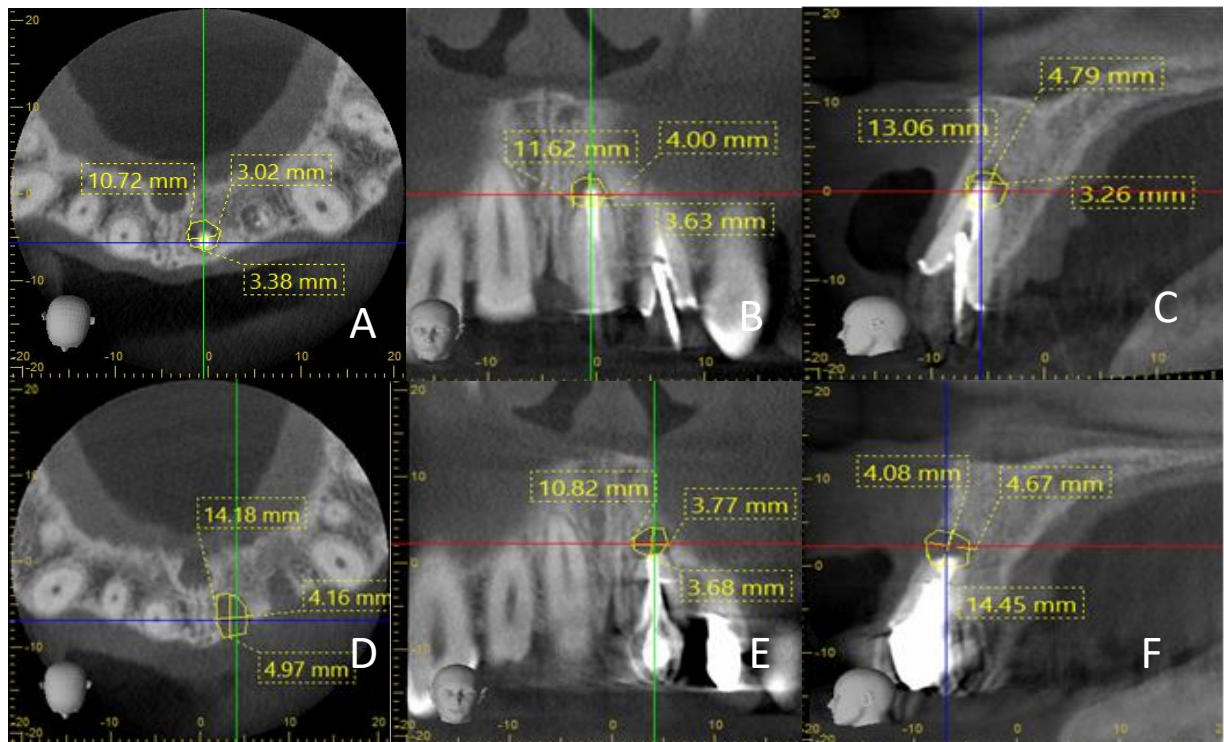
Imágenes CBCT preoperatorias (3 A) Plano axial del 21 (3 B) Plano coronal del 21 (3 C) Plano Sagital del 21 (3 D) Plano Axial del 22 (3 E) Plano coronal del 22 (3 F) Plano sagital del 22
